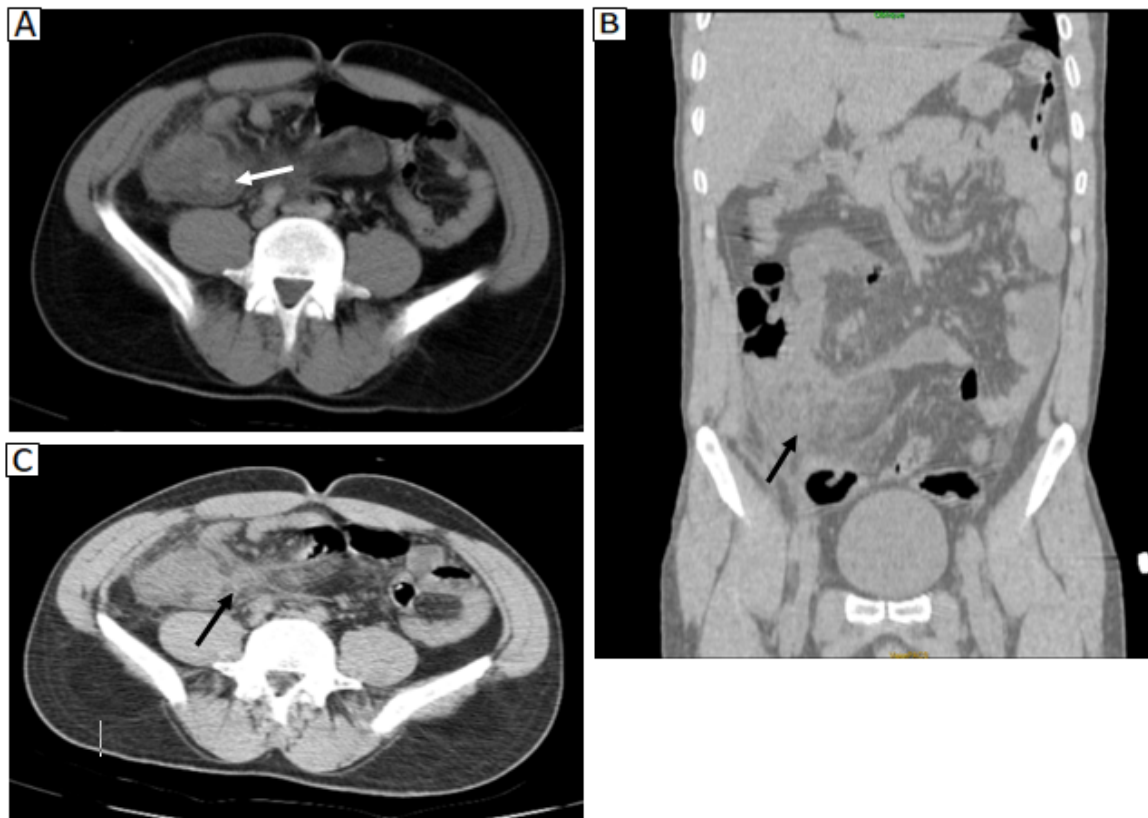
La TDM abdominale confirme la présence d'un appendice tuméfié (flèche blanche), associé à une importante infiltration de la graisse de voisinage avec un aspect d'anses gréliques et d'épiploon agglutinés tout autour.
